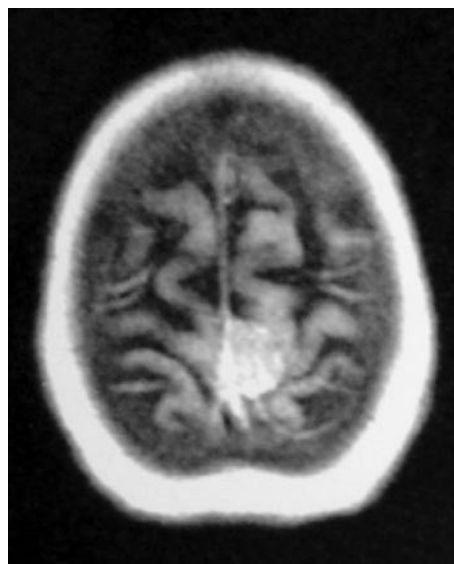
МСКТ- и МР-изображения головного мозга больной К. Выявлено увеличение размеров объемного образования.
